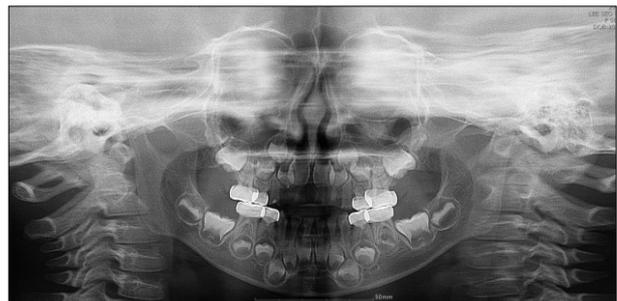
Panoramic radiograph of post-treatment.
